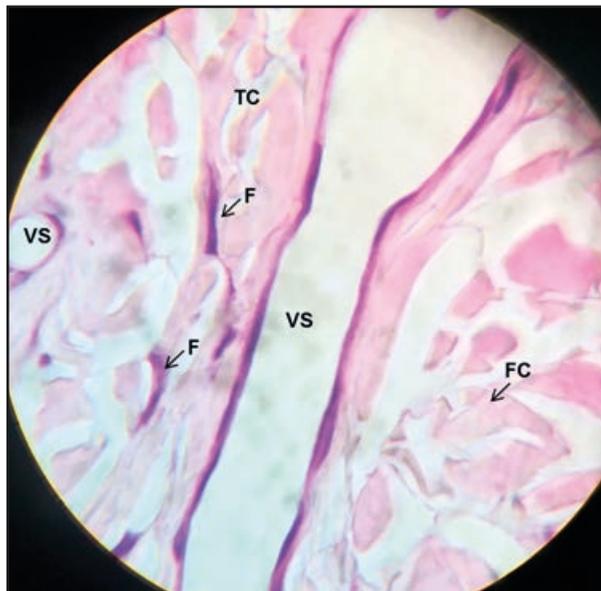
Tecido conjuntivo – pele grossa. TC: tecido conjuntivo; VS: vaso sanguíneo; F: fibrócitos; FC: fibras colágenas. Ampliação: 1.000x. (HE).
